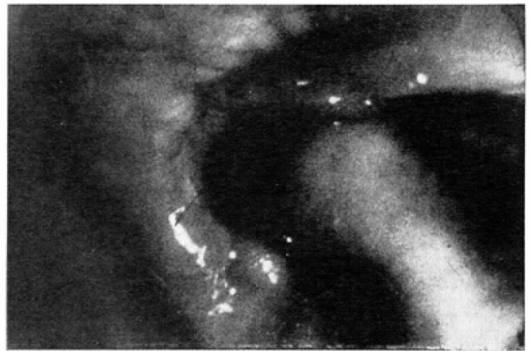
Endoscopic findings; The hypertrophy of the distal end of the fold along the greater curvature is well demonstrated. This is corresponded with radiographic finding.
